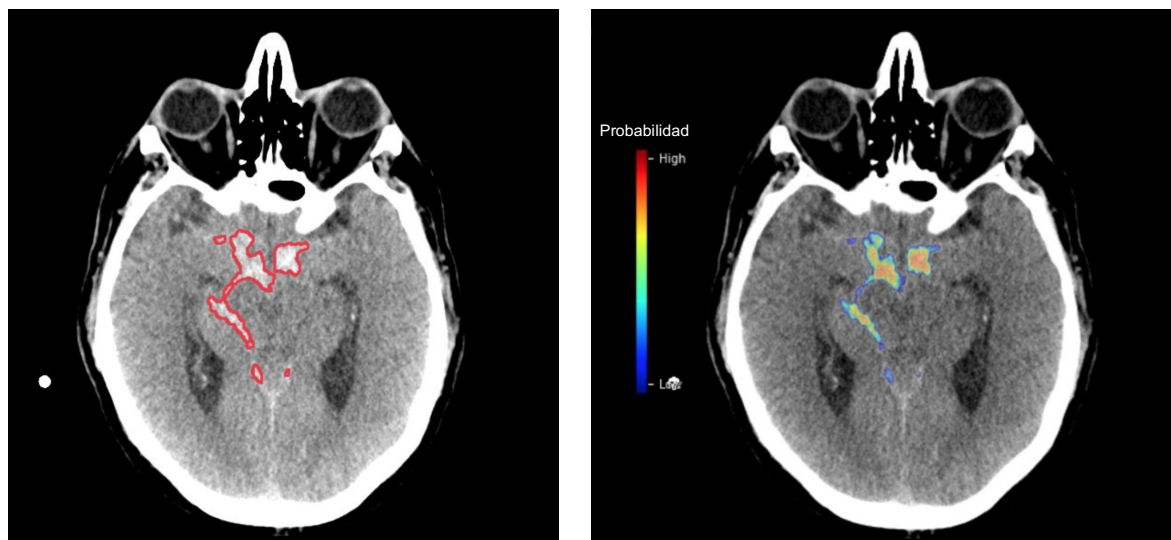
(izquierda) Ejemplo de resultados de StrokeViewer Hemorrhage como máscara de contorno binaria en la imagen por TAC sin contraste. (Derecha) Ejemplo de resultados de StrokeViewer Hemorrhage como mapa de color que muestra la probabilidad de hemorragia por píxel en la imagen por TAC sin contraste.
